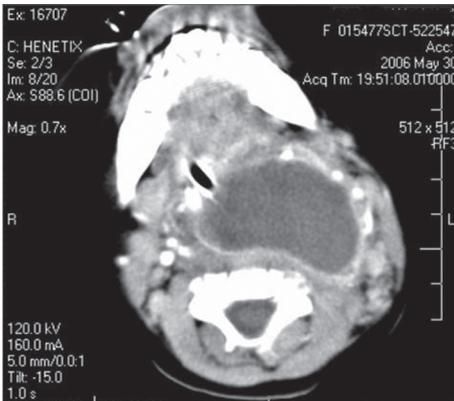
Volumoso abscesso retrofaríngeo identificado pela tomografia computadorizada (TC).
